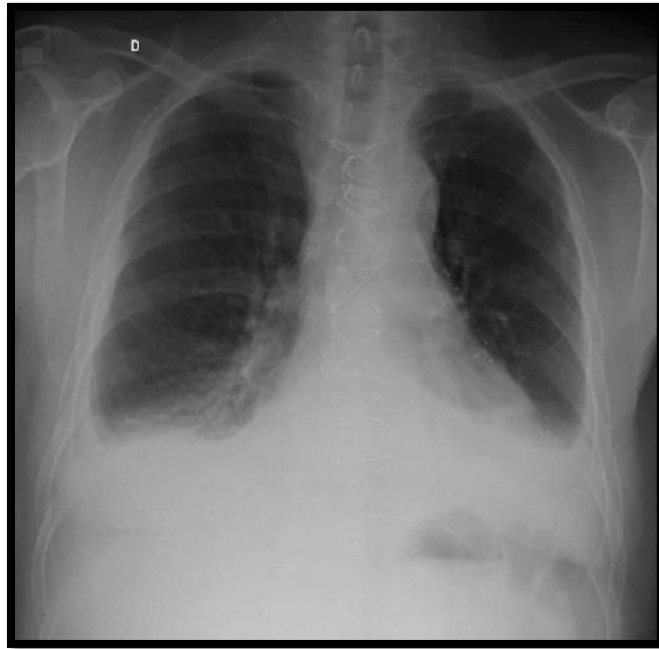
Paciente com sinais e sintomas de insuficiência cardíaca congestiva. A radiografia de tórax demonstra aumento da área cardíaca, além de derrame pleural e espessamento dos septos interlobulares.
